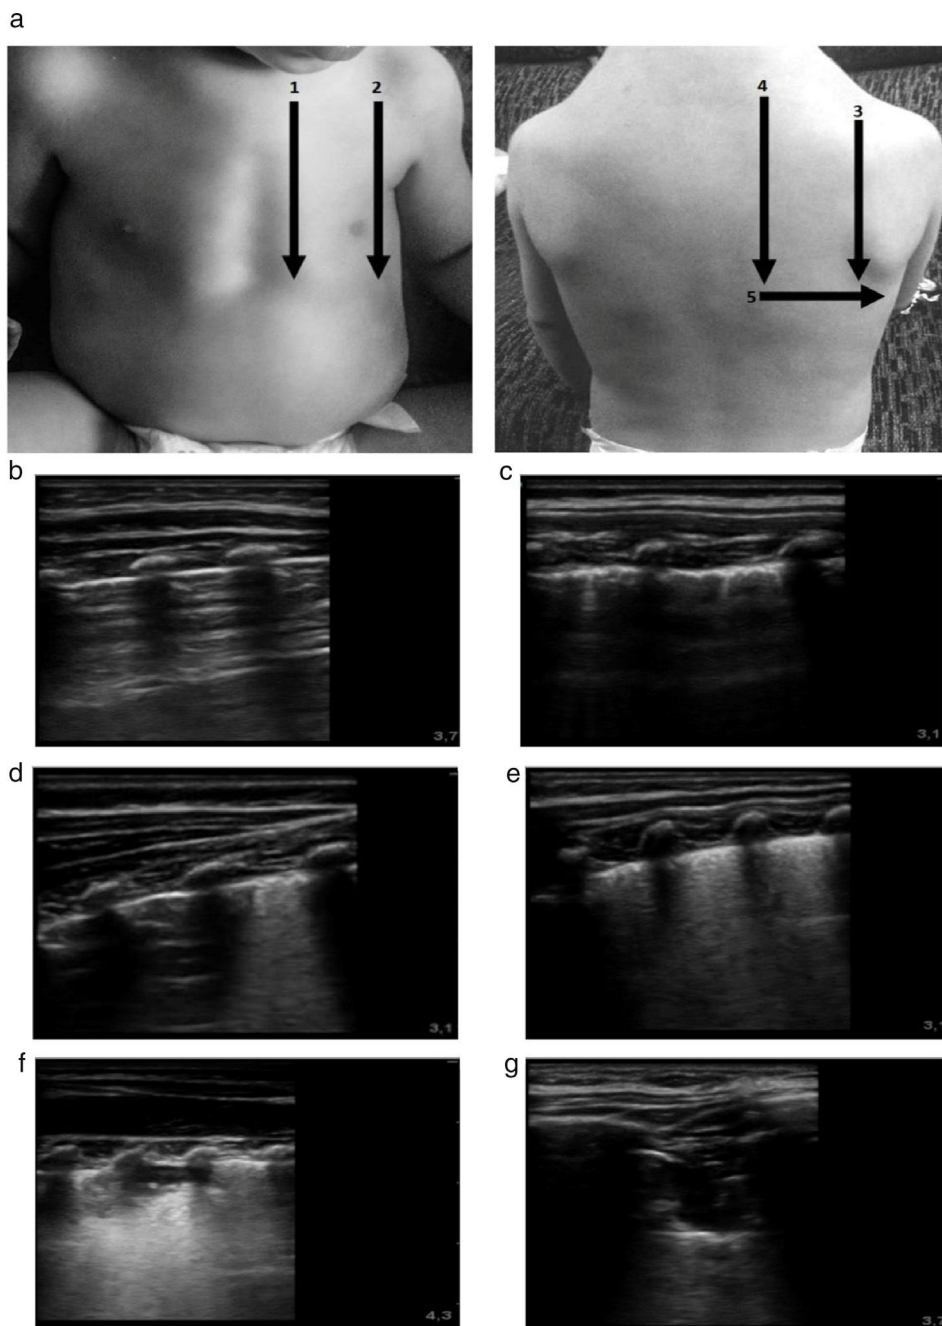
a) Protocolo de adquisición e interpretación de la ecografía pulmonar. Las áreas exploradas se señalan con números. La puntuación de la ecografía se indica en las imágenes identificadas con letras. En las imágenes se muestra la puntuación asignada a cada anomalía detectada. b) Pulmón normal: 0 puntos. c) Engrosamiento pleural. Puntuación SCORE: 1 punto. d) SI focal. Puntuación SCORE: 1 punto. e) SI difuso. Puntuación SCORE: 2 puntos. f) CS < 1 cm. Puntuación SCORE: 1 punto. g) CS > 1 cm. Puntuación SCORE: 2 puntos.
